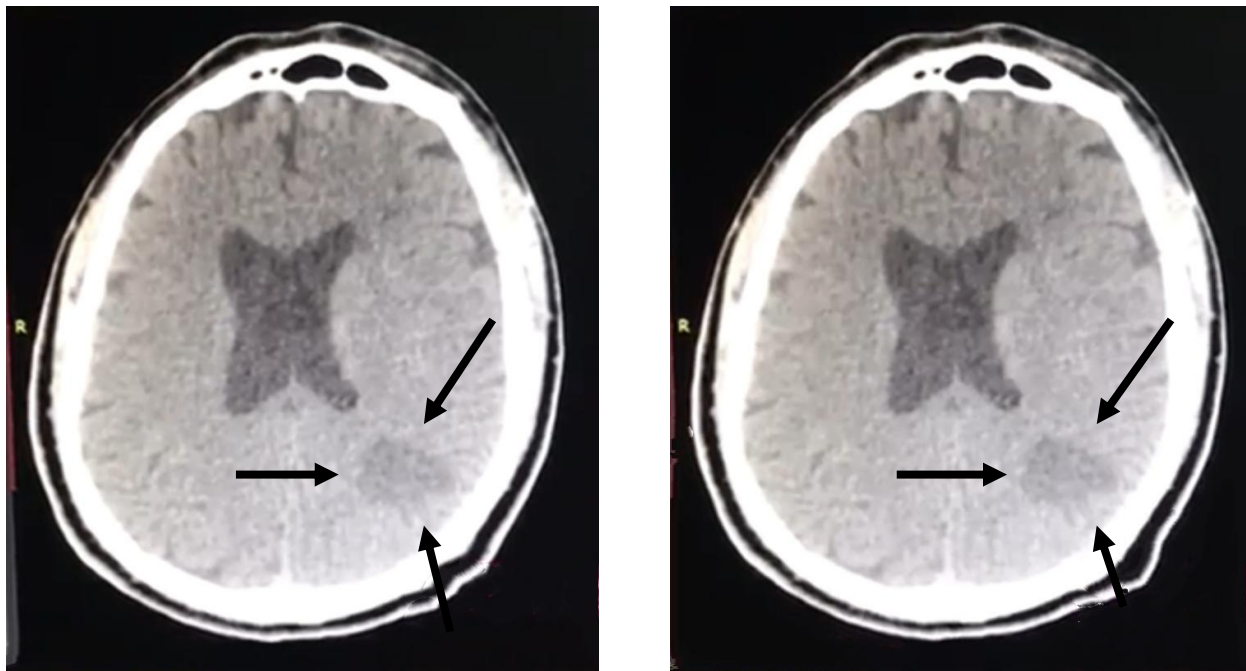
TAC de Cráneo Simple de paciente AHB.
